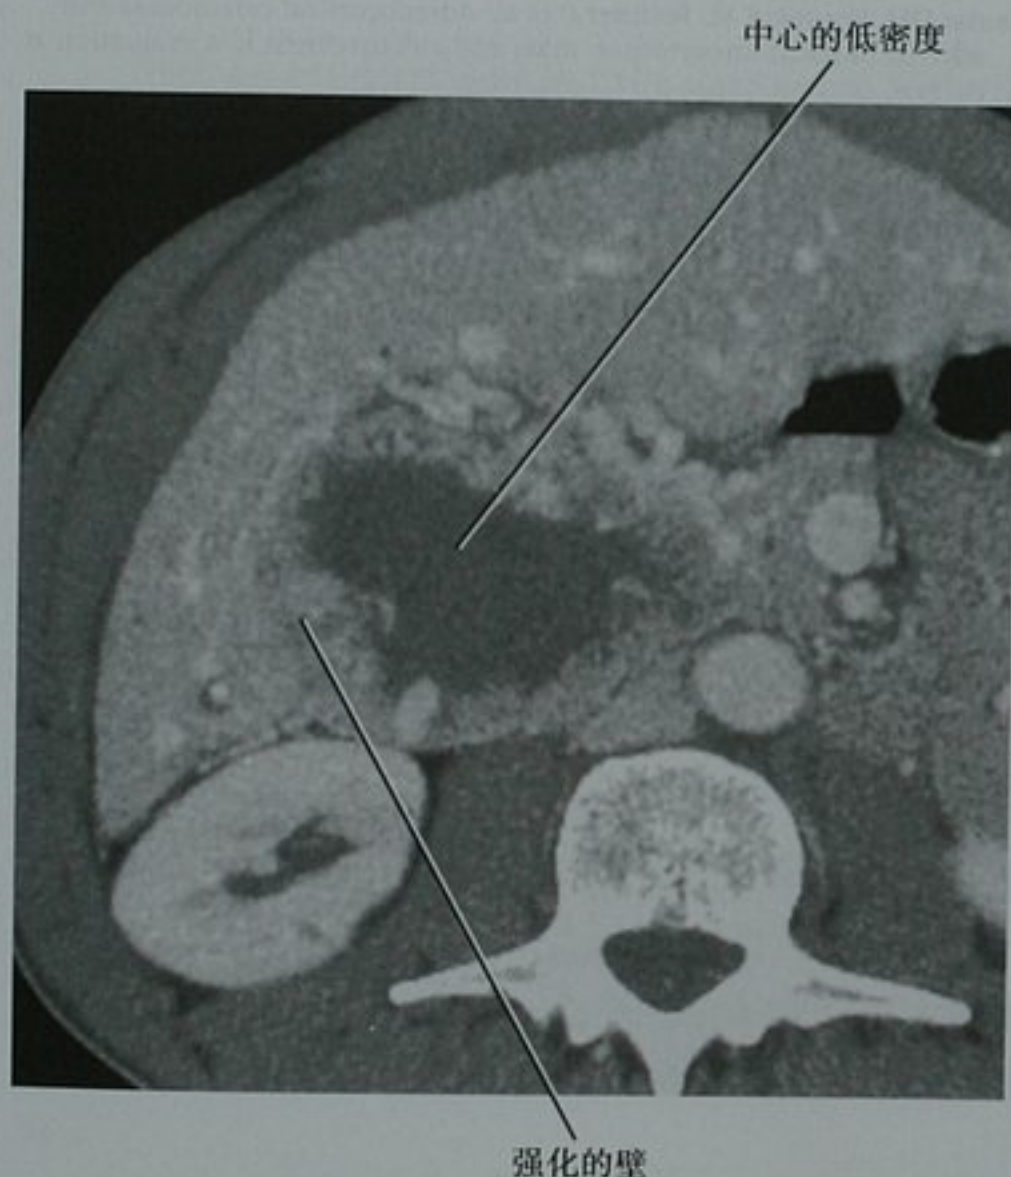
增强CT的轴位图像显示已被外科手术证实的嗜铬细胞瘤中的低密度。尽管在肿瘤中心部位为液性密度,但肿瘤较大且不均匀不同于典型的腺瘤
